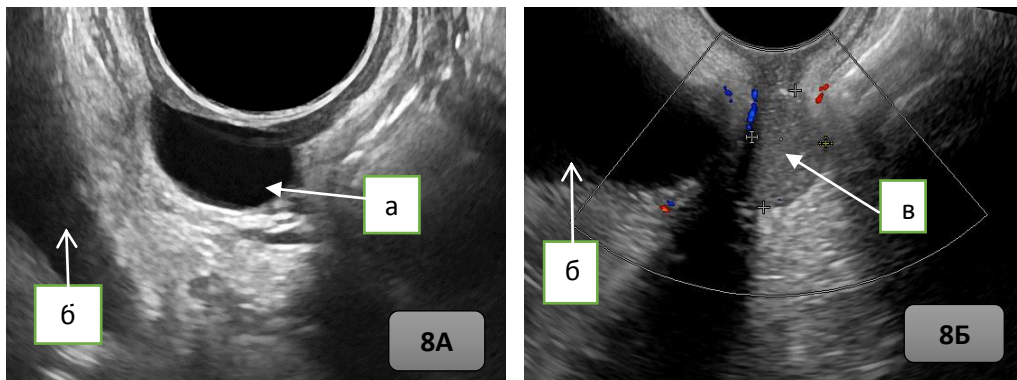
Рисунок 8А и 8Б – Ультразвуковая томограмма кисты в прикультевой области: а) киста с прозрачным содержимым в куполе культи влагалища; б)
